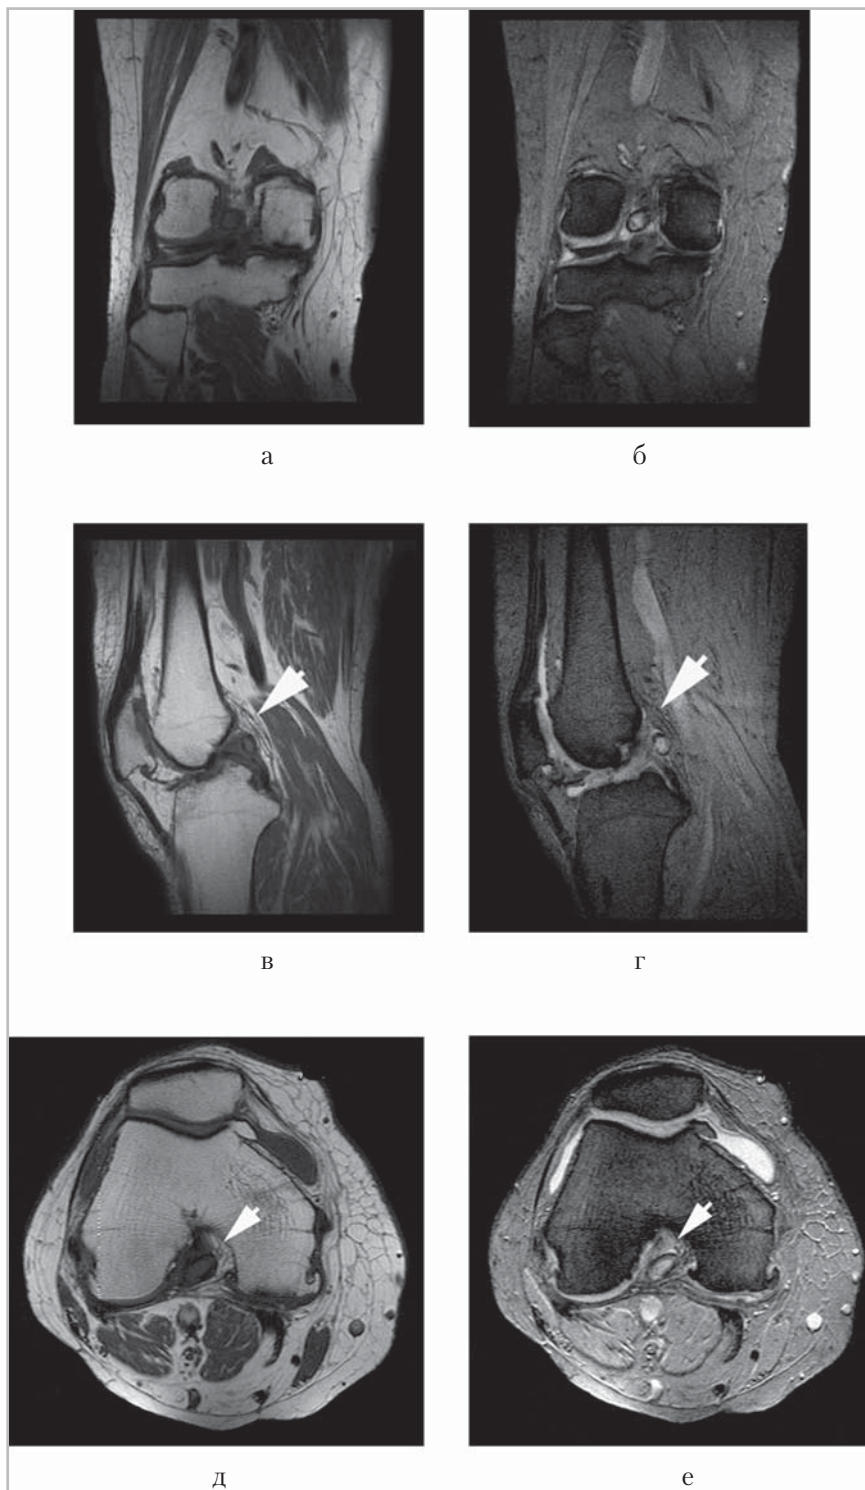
Магнитно-резонансные томограммы правого коленного сустава у пациента с подагрическим артритом, давность заболевания 1,5 года: *а, в, д* – T1-ВИ; *б, г, е* – T2-ВИ с погашением сигнала от жира. В полости сустава определяется гипоинтенсивный на T1-ВИ и гиперинтенсивный на T2-ВИ тофус, который прилежит к суставной капсуле (*стрелки*); в переднем верхнем завороте и в полости сустава визуализируется выпот
